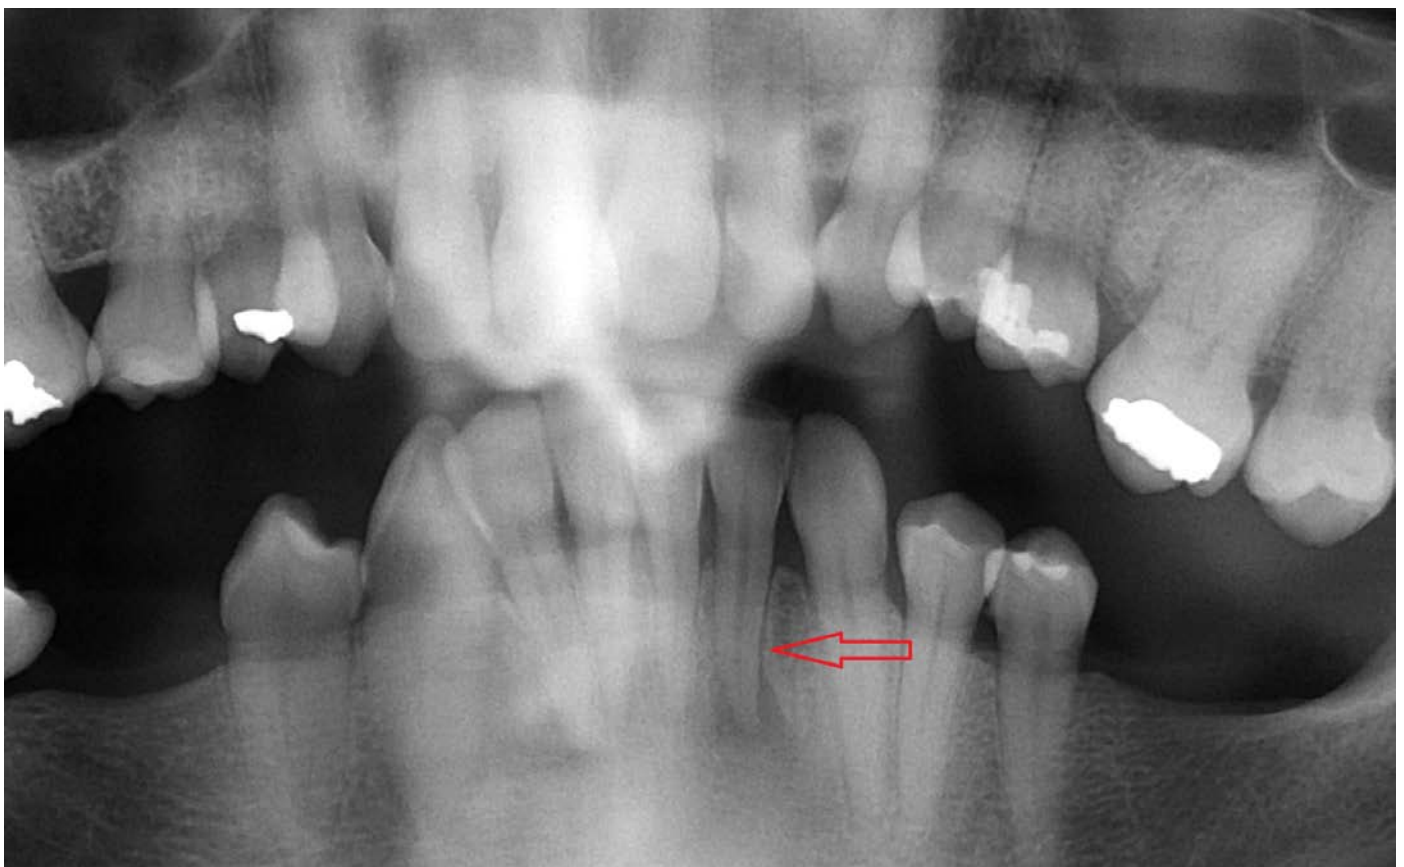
En la ortopantomografía se aprecia la desaparición apical de la lámina dura del incisivo lateral inferior izquierdo.
